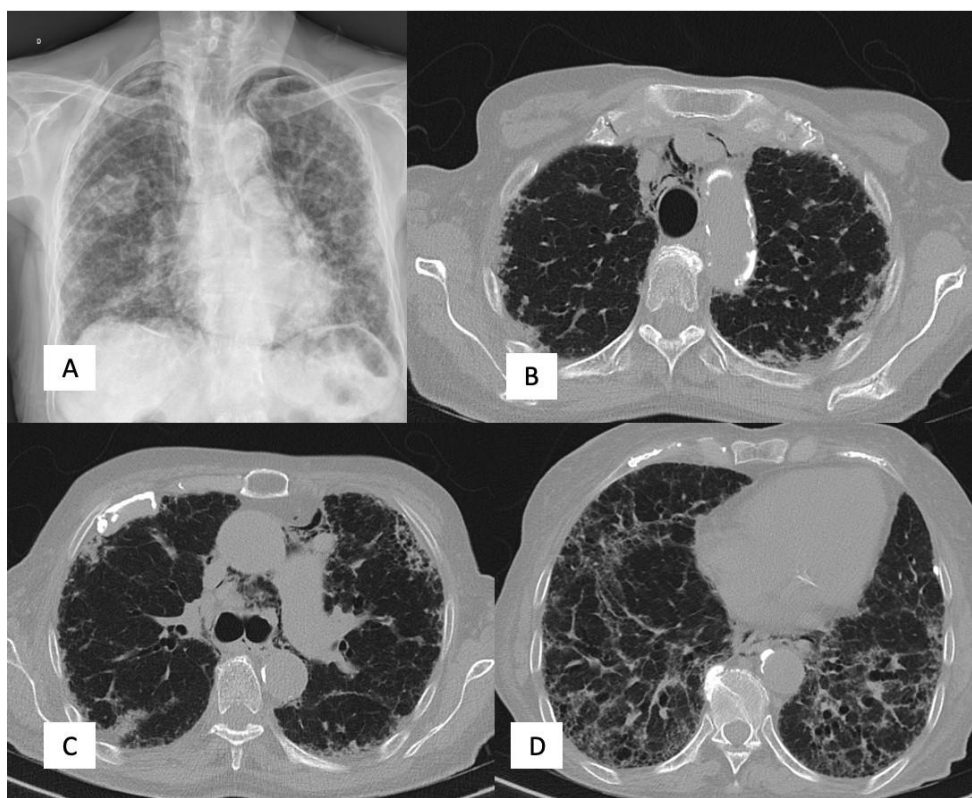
A. Radiografía anteroposterior de tórax. Se visualiza un patrón de afectación intersticial bilateral de predominio periférico con múltiples densidades nodulares, y cámara de neumotórax apical izquierdo B, C, D. TC torácica de alta resolución. Presencia de aire ectópico en mediastino superior en relación con neumomediastino, también se objetiva importante afectación intersticial reticular difusa con áreas de panalización bibasal. y bronquiectasias por tracción bilaterales. Hallazgos compatibles con patrón NIU
